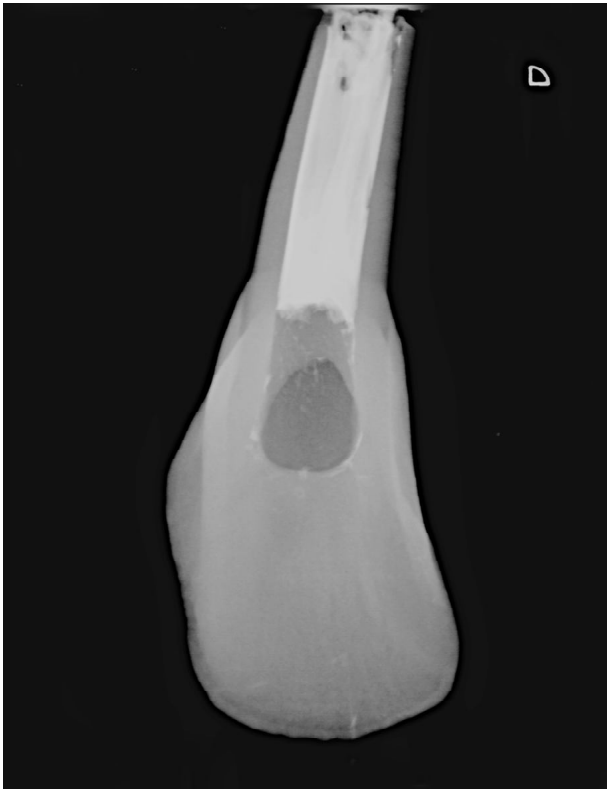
Radiografia periapical digital de tampão apical parcialmente rompido com MTA e obturação.
